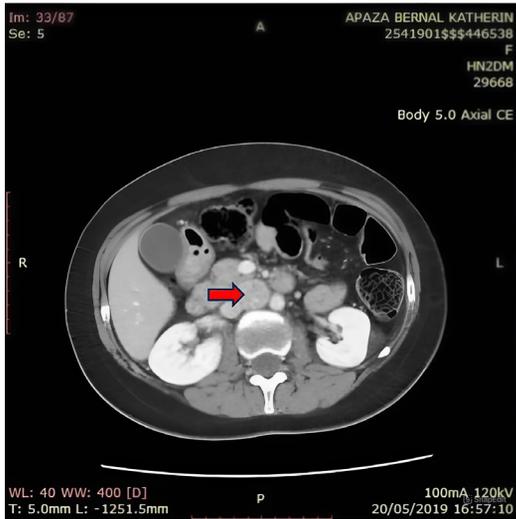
Estudio de tomografía computarizada del abdomen: masa sólida de bordes definidos ubicada en el espacio retroperitoneal de la región intercava
